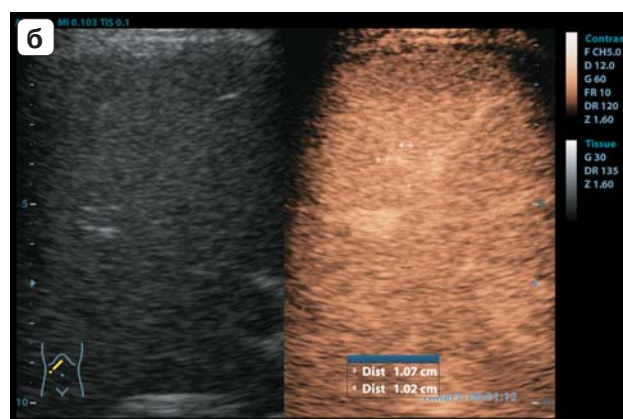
КУУЗИ печени. Гемангиома. Быстрое гиперконтрастирование образования в артериальную фазу (а), изоконтрастирование в портальную (б) фазу. Собственное наблюдение.
